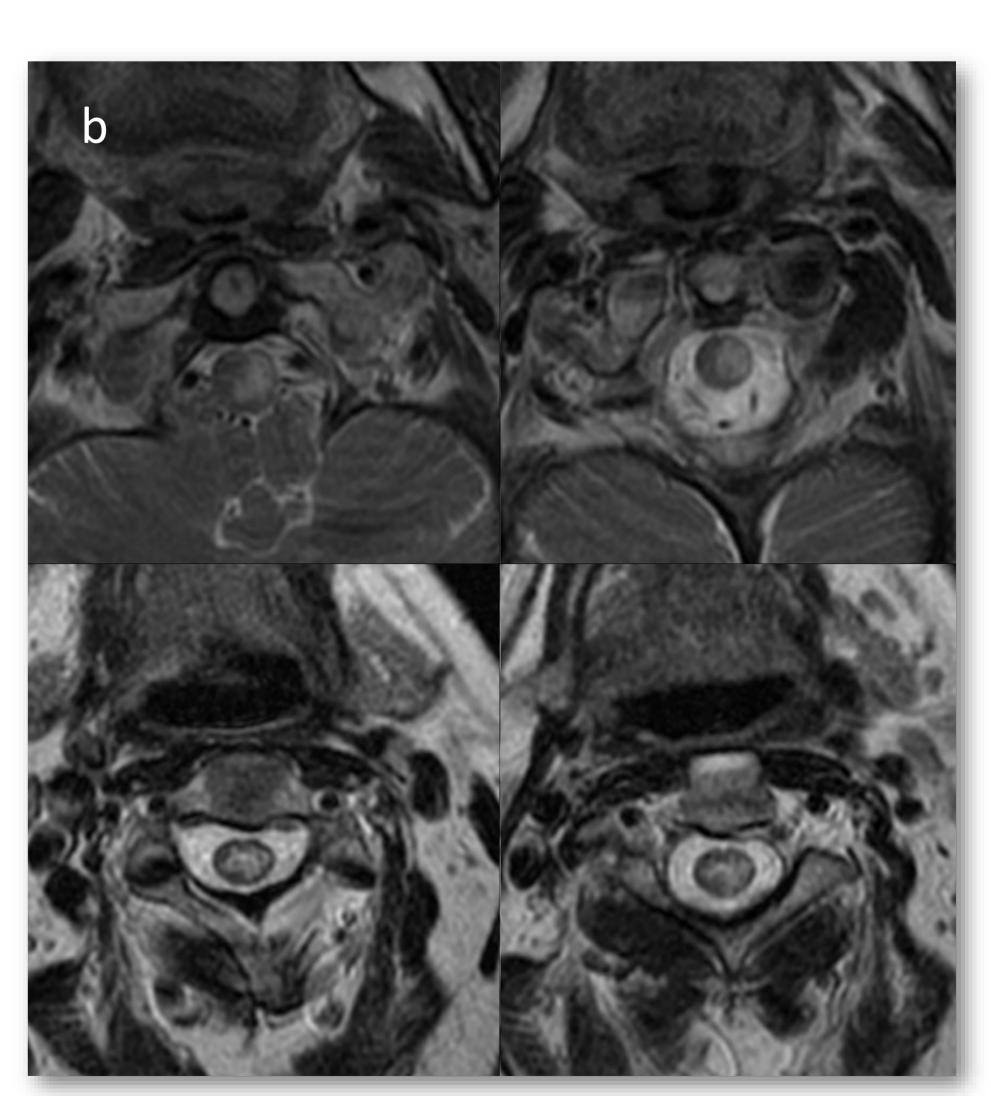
Mujer de 71 años con linfoma de Hodking en remisión que presenta una paresia progresiva de extremidades izquierdas con alteración termoalgésica en hemicuerpo derecho y nivel sensitivo D2-D3, de 2 días de evolución. Se realizó una RM espinal urgente. En secuencias sagitales (a) y axiales (b) potenciadas en T2 donde se observa una extensa lesión hiperintensa que abarca desde el bulbo raquídeo hasta C4. Es de localización central, con mayor afectación del lado izquierdo.
